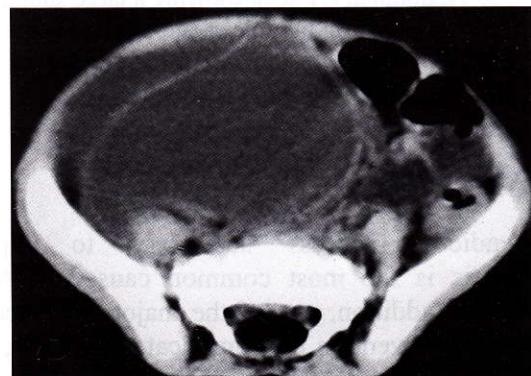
CT scan with a multiseptated mass 11 x 13 cm in the right lower quadrant displacing the bowel to the left
